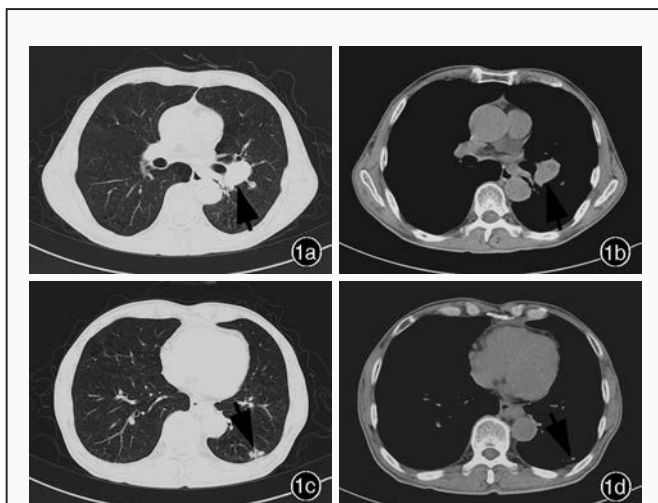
胸部CT增强扫描所见 1a,1b 肺窗和纵隔窗可见左侧肺门团块影,左肺下叶支气管和左下肺静脉受累(箭头所示) 1c,1d 肺窗和纵隔窗可见左肺下叶不规则结节(箭头所示)
